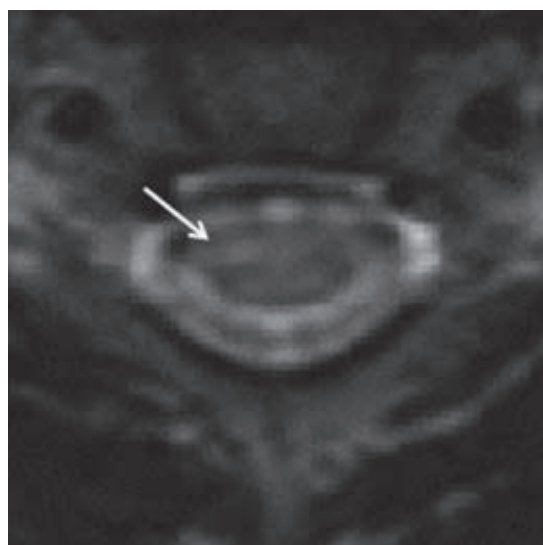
発症後1か月時点のMRI 脊髓横断面T2強調像。高信号を右前角細胞に非対称性に認める(矢印)。
